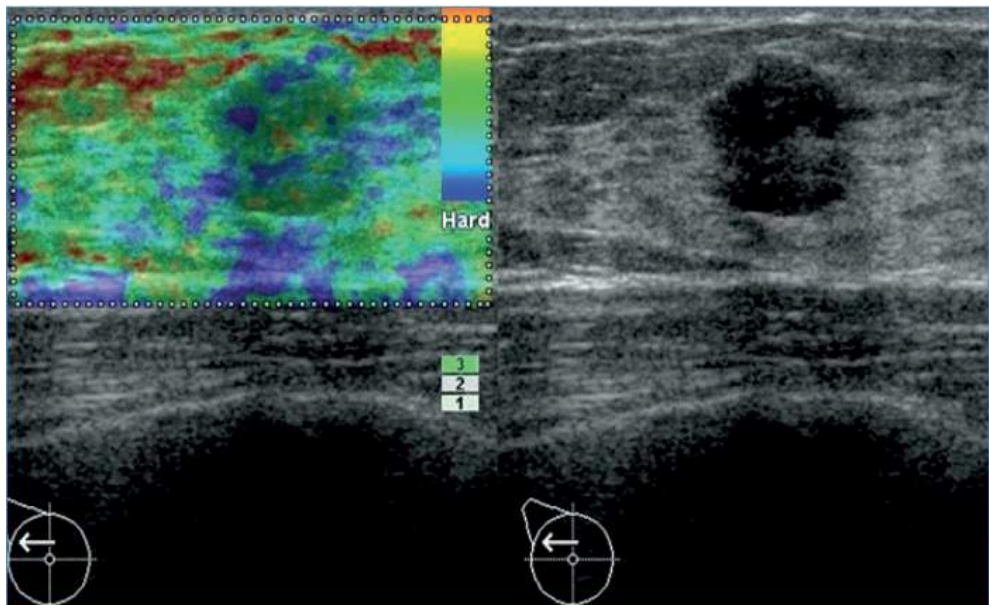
Elastografía de una lesión BIRADS 3 por ultrasonido clasificada como categoría 2 en la clasificación elastográfica de Tsukuba. Diagnóstico histológico de fibroadenoma. Imagen cortesía del Dr Jairo Patiño, departamento radiología, Clínica Las Américas, Medellín, Colombia.
